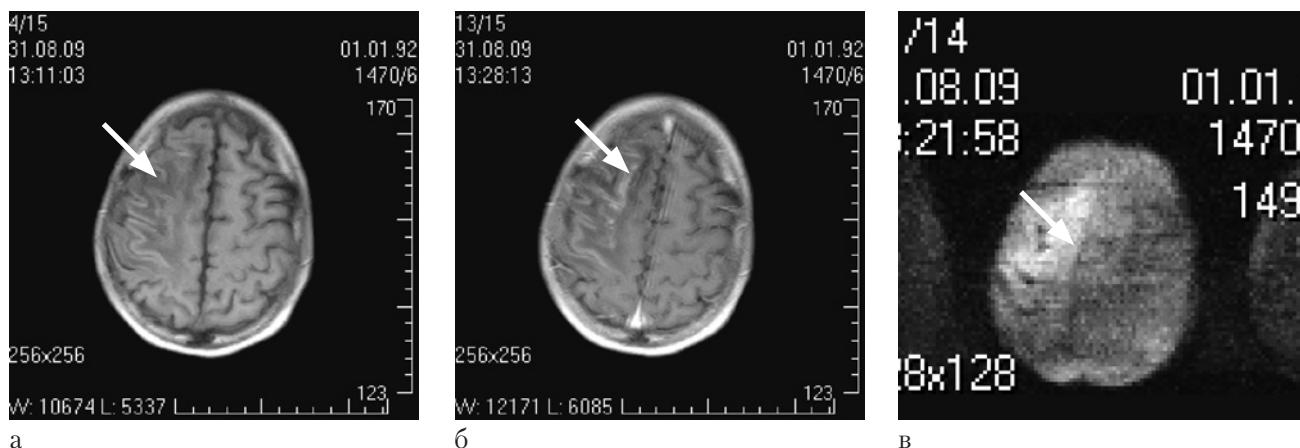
Данные МРТ-исследования мальчика Ч.В., 17 лет, на 121-й день заболевания.
